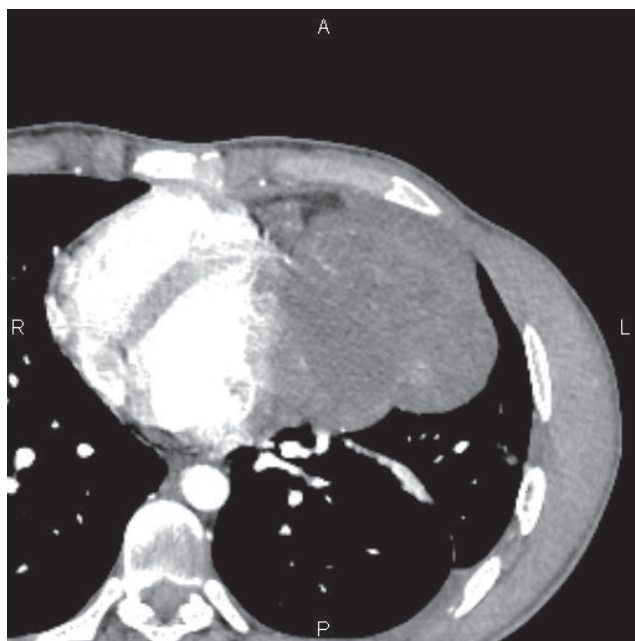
КТ органов грудной клетки с в/в контрастированием от 18.08.21 г.
